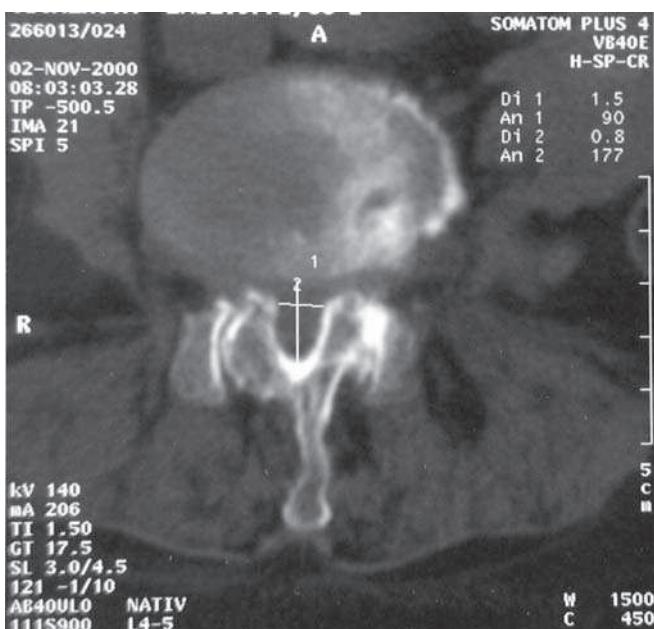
Axial CT scan of lumbar spine of a patient with central transverse stenosis at the level of the upper margin of the L4/L5 disc (interarticular diameter = 8.0 mm)
